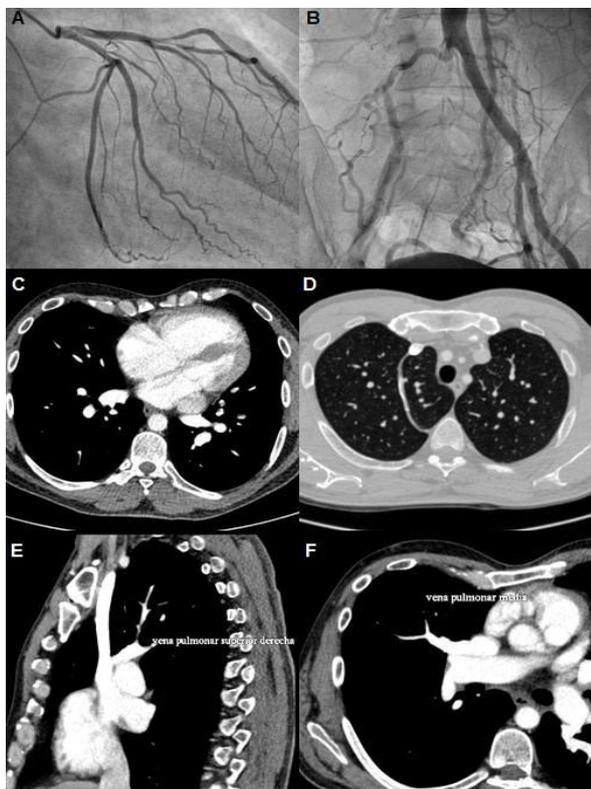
A: Estenosis en el segundo ramo diagonal. B: Obstrucción de la arteria iliaca derecha. C: TC donde se objetiva dilatación de cavidades derechas y seno coronario. D: Ambas venas cavas superiores, izquierda sin contraste y derecha con él y lóbulo de la ácigos. E y F: Vena pulmonar superior derecha y pulmonar media drenando en la vena cava superior derecha.
